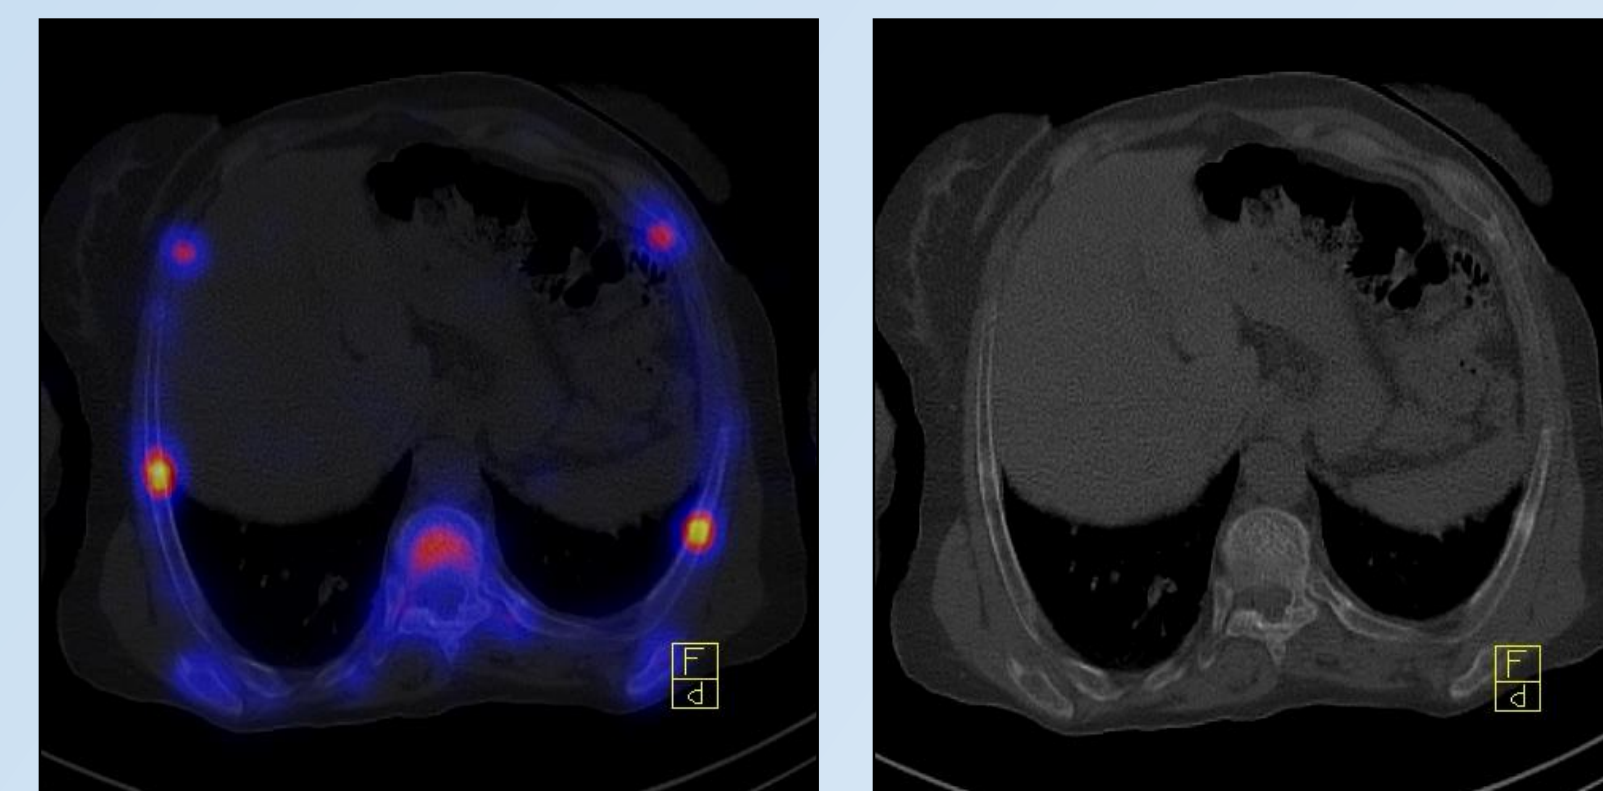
Coupes TEMP/TDM mettant en évidence une déminéralisation osseuse diffuse.
